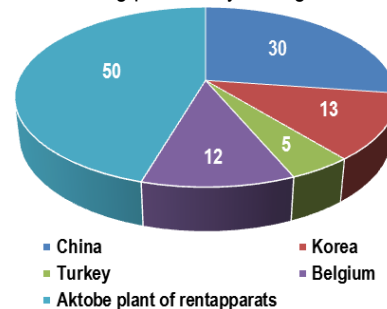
Countries producing X-ray machines purchased during the pandemic.
